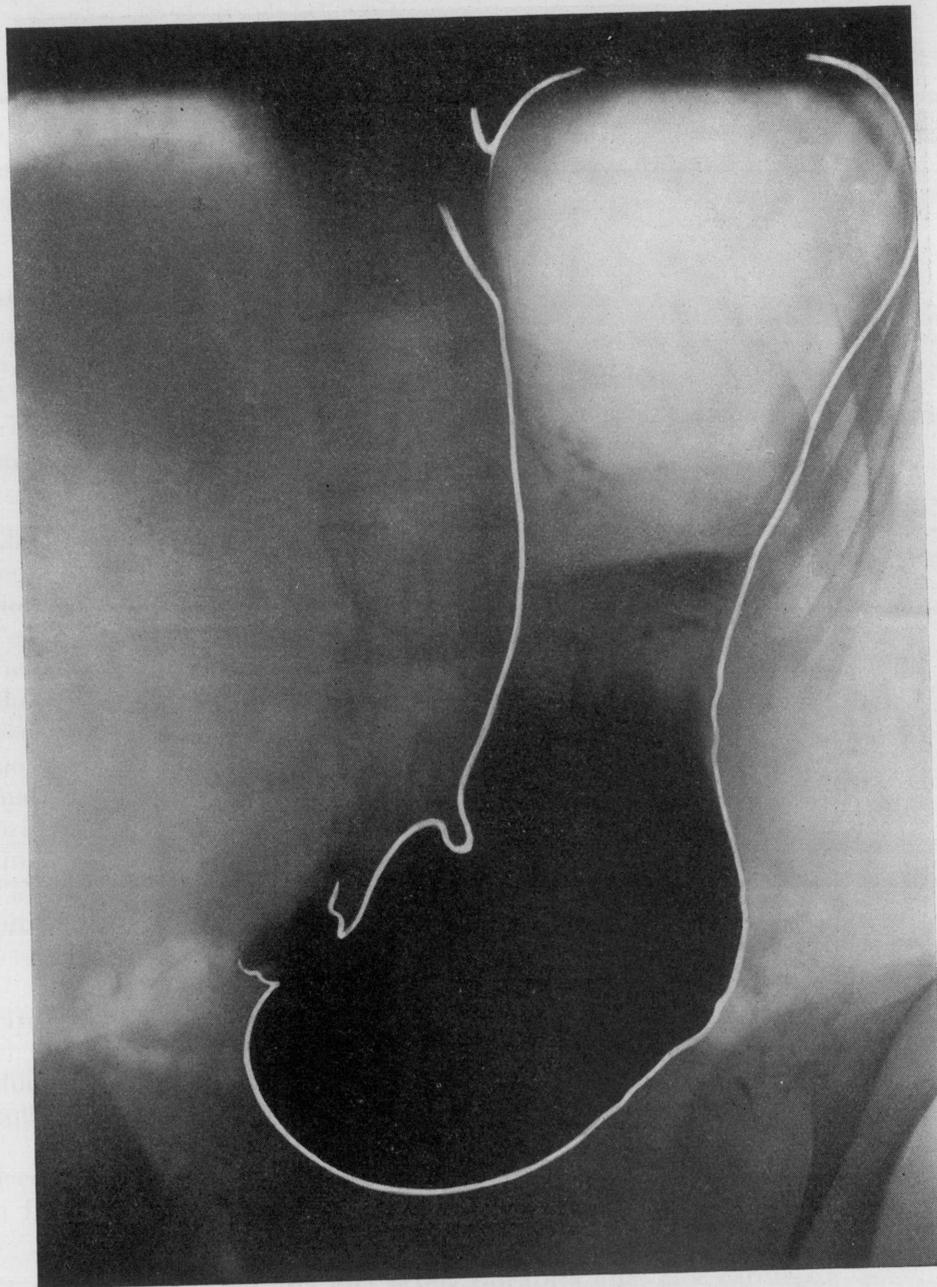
Esempio di gastro-ptosi-ectasia in soggetto maschile (Radiografia Prof. VIVIANI).
